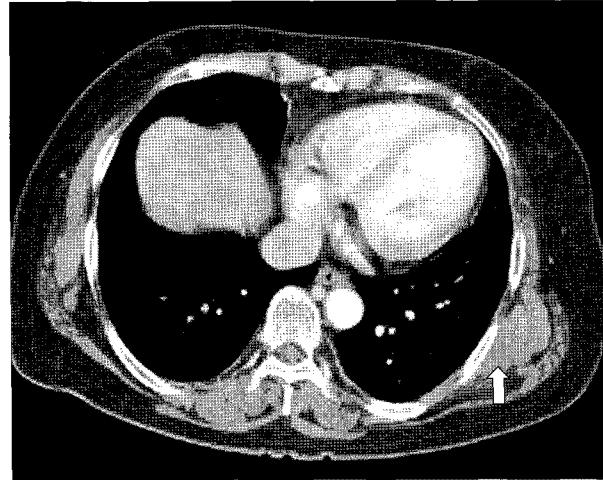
CT features of the elastofibroma (white arrow) in characteristic location. A layered pattern with streaks having the density of fat is visible at the periphery of the mass.
